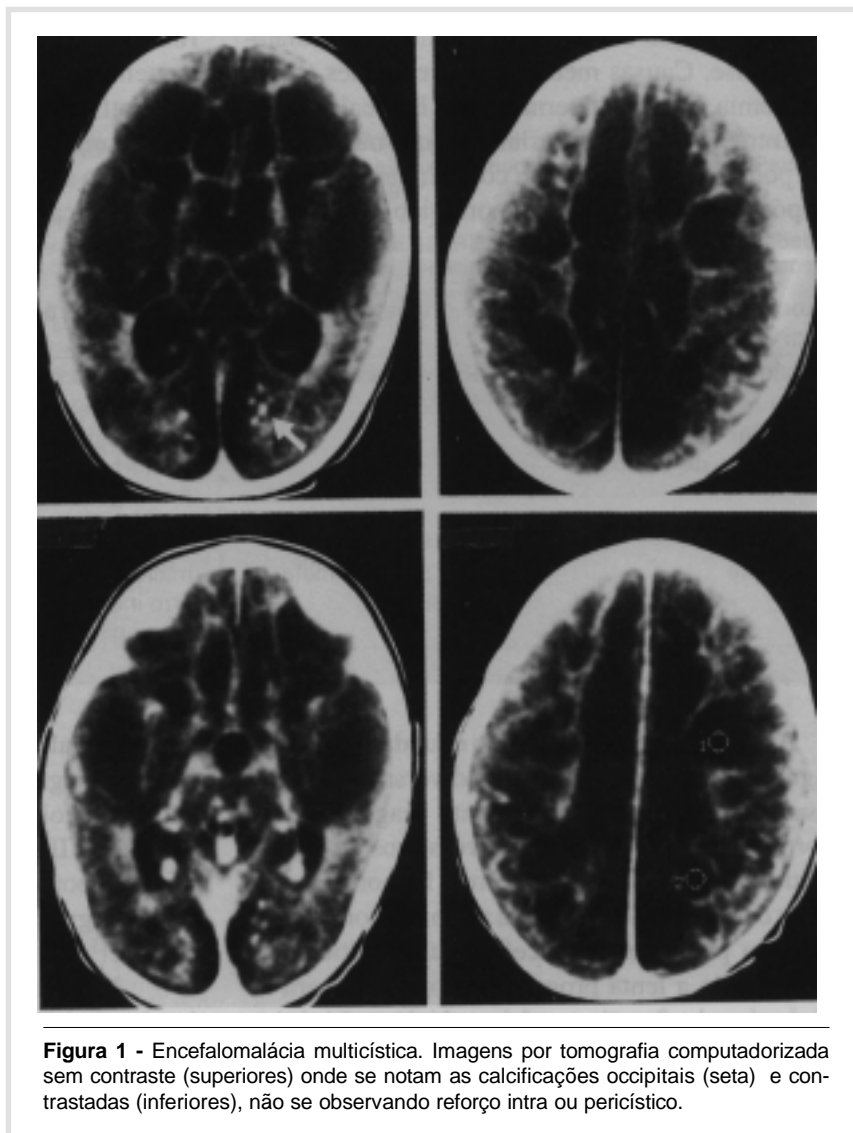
Encefalomalácia multicística. Imagens por tomografia computadorizada sem contraste (superiores) onde se notam as calcificações occipitais (seta) e contrastadas (inferiores), não se observando reforço intra ou pericístico.
